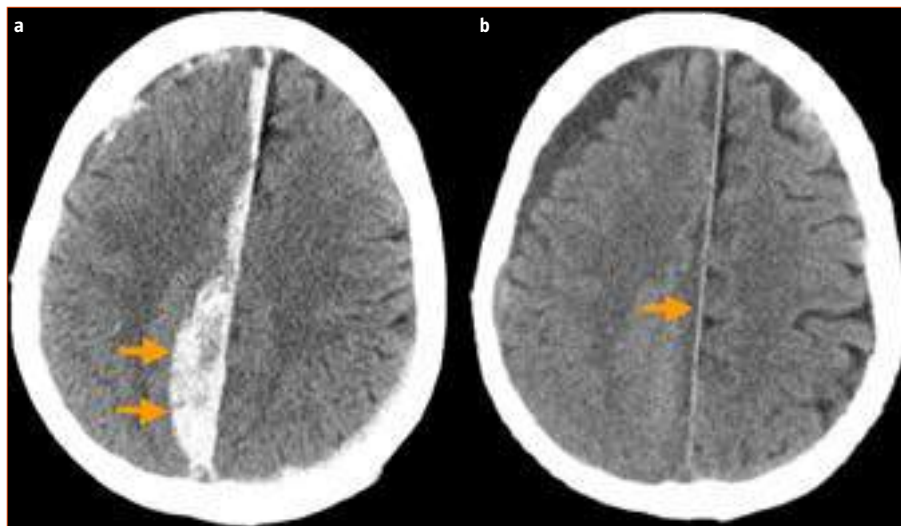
a) Imagen axial de la tomografía axial computarizada (TAC) cerebral realizada 48 horas después del traumatismo craneoencefálico, en la que se evidenció un aumento de tamaño del hematoma subdural agudo interhemisférico derecho, con signos de resangrado agudo (flechas); b) TAC realizada a las cuatro semanas de ingreso, en que se demuestra la resolución de la colección interhemisférica (flecha).
